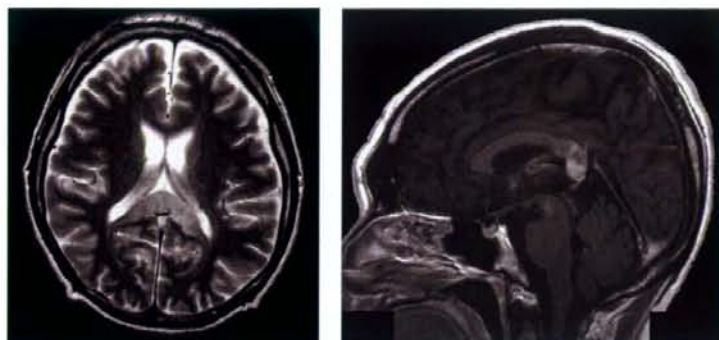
症例5 頭部MRI. 上段左 T2強調画像では脳梁膨大部に高信号を認めた. 上段右 T1強調画像ガドリニウム増強では, 脳梁全体および中脳の一部にも増強効果を認めた. 中段 HAAART中断1ヶ月前のT2強調画像では中脳水道周囲および脳梁膨大部に淡い高信号を認めるのみであった. 下段 HAAART中断1ヶ月後のT2強調画像では脳幹, 両側の基底核, 視床, 側脳室後角周囲に高信号領域が出現した.
